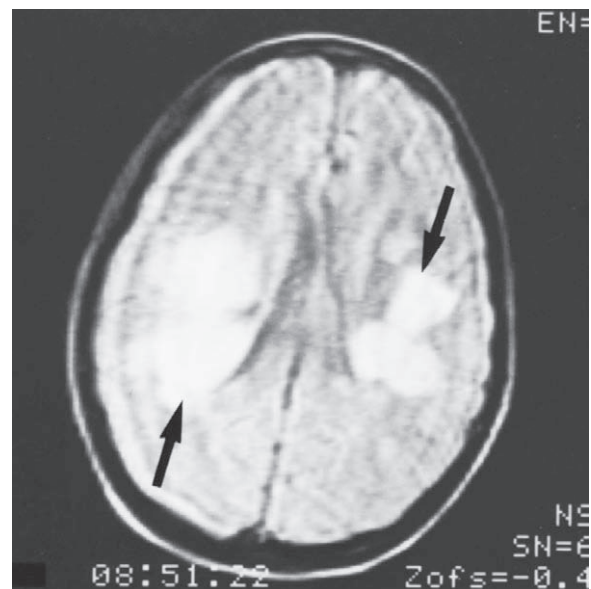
Esclerosis cerebral difusa (enfermedad de Schilder). MRI que muestra grandes focos asimétricos de afectación de la sustancia blanca en un niño de 12 años de edad, dos meses y medio después del inicio de los síntomas. El cuadro clínico fue de crisis de empeoramiento rápido con hemiplejía bilateral y hemianopsia. (Tomada de Bisese JH: *Cranial MRI*, New York, McGraw-Hill, 1991, con autorización.)
